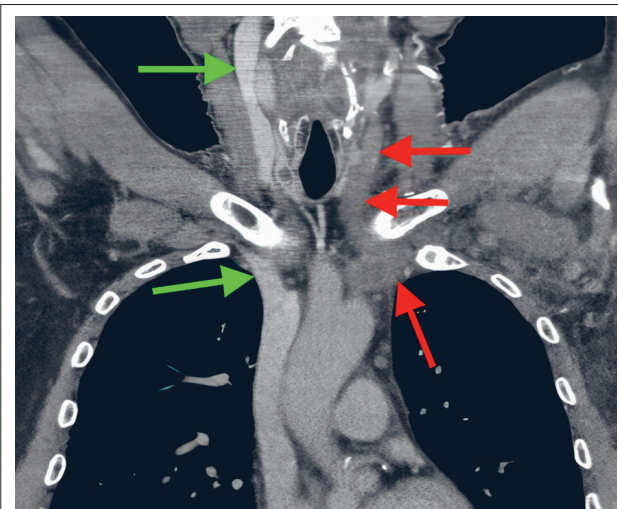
CT (Frontalebene) der Halsregion mit langstreckiger Kontrastmittelaussparung der linken V. jugularis interna, V. brachiocephalica und V. subclavia (rote Pfeile); rechts regelrechte Kontrastierung (grüne Pfeile).
